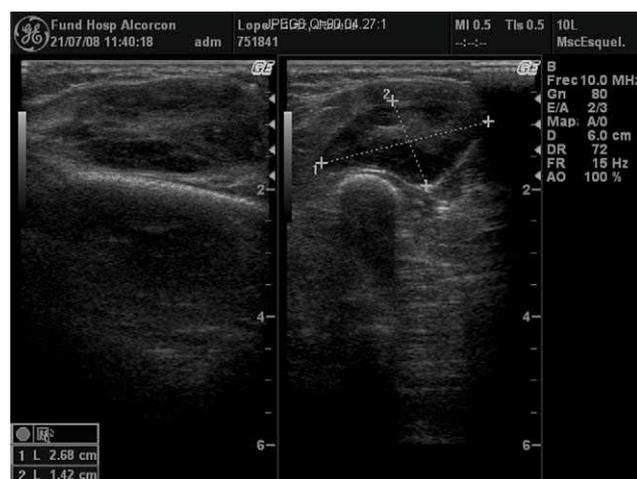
Ecografía antebrazo izq: Se observa una tumoración ovalada, sólida de 36×26×14 mm, bien delimitada con flujo arterial en su interior. En el plano muscular lateral del antebrazo izquierdo se observa una tumoración ovalada sólida de 36×26×14 mm, bien delimitada por un anillo ecogénico, predominantemente hipoecogénica respecto a la musculatura adyacente, con una zona central hiperecogénica. Se observa flujo arterial en el interior de la tumoración en el estudio con Doppler.
